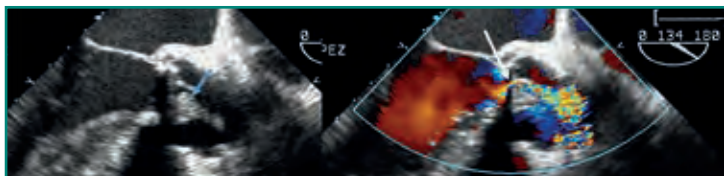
Paciente con endocarditis sobre válvula protésica biológica. Se observa una gran vegetación (flecha azul) que condiciona estenosis aórtica moderada (jet con señal doppler con mosaico de colores) (flecha blanca).
